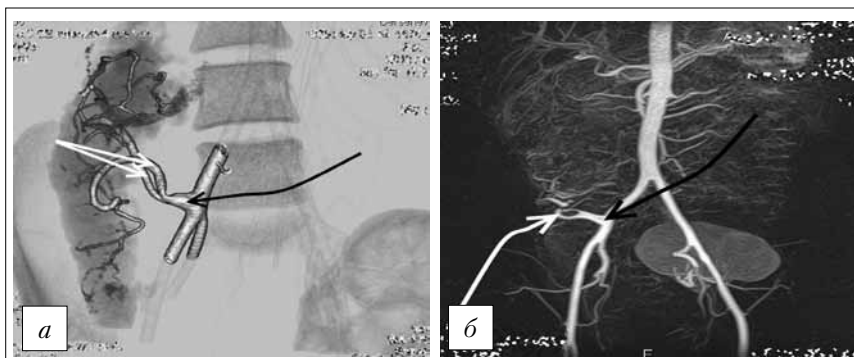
КТ-ангиография (*а*) и МР-ангиография (*б*) сосудов трансплантированных поджелудочной железы и почки. Четко видны зоны артериальных анастомозов (черная стрелка) и сосудистых реконструкций (белые стрелки)
